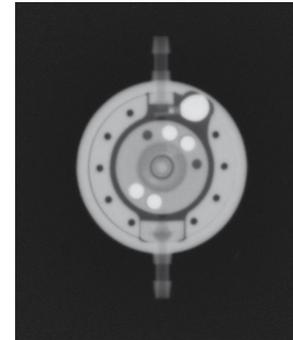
X-ray image (adjustable gravitational unit preset to 20 cmH<sub>2</sub>O)
